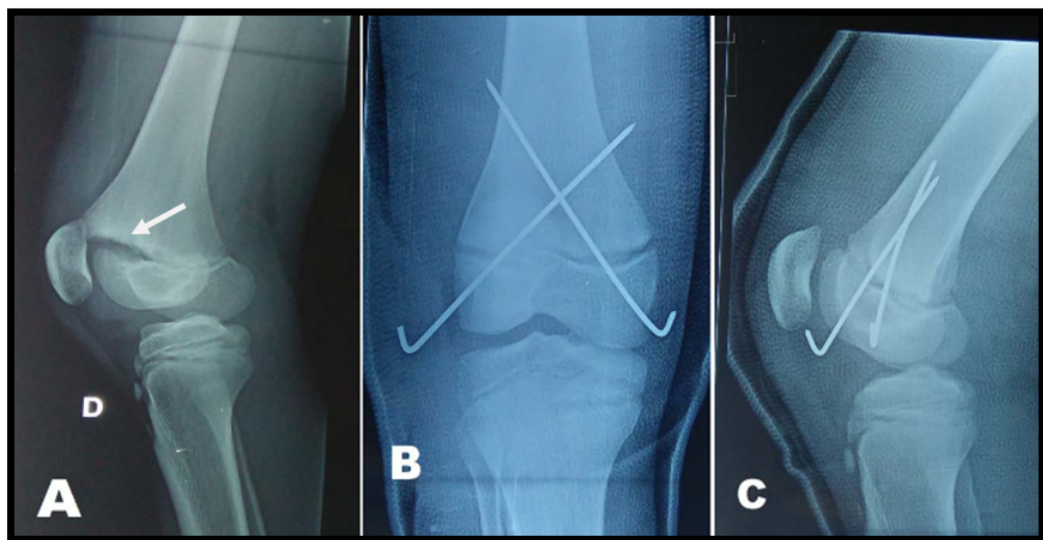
Radiographie de profil (A) du genou droit d'un enfant âgé de 13 ans montrant une FDE Salter I de l'extrémité inférieure de fémur droit. Radiographie Face (B) + profil (C) après traitement par embrochage en croix percutané par des broches de Kirchner 16/10^{eme}.
